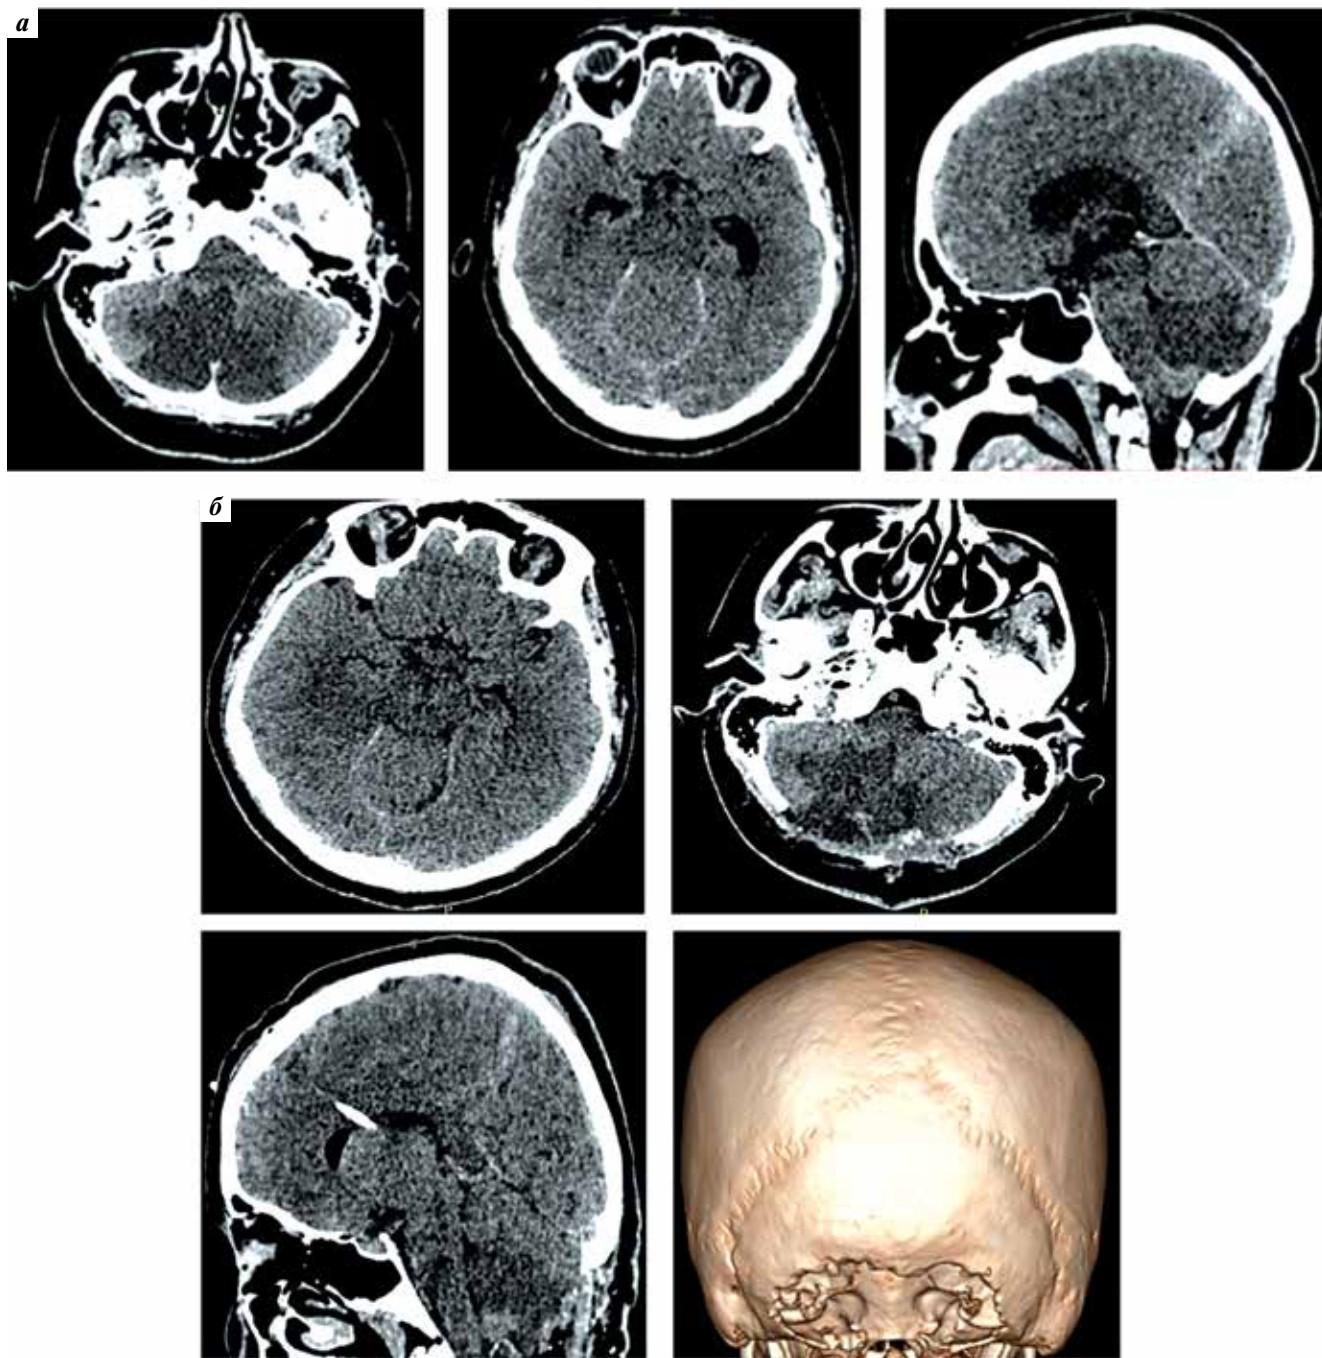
Компьютерная томография головного мозга пациента Ц., 33 лет, со злокачественным инфарктом мозжечка: а – через 48 ч от начала инсульта, объем очага ишемии 75 см³, грубое сдавление IV желудочка и четверохолмной цистерны, масс-эффект 7 баллов по шкале M. Jauss; б – через 24 ч после декомпрессивной трепанации задней черепной ямки в сочетании с ликворошунтированием, частичной резекции ишемизированной ткани мозжечка (72 ч от начала инсульта). Масс-эффект в задней черепной ямке – с тенденцией к регрессу, четверохолмная цистерна визуализирована, прямая компрессия ствола головного мозга регрессировала
